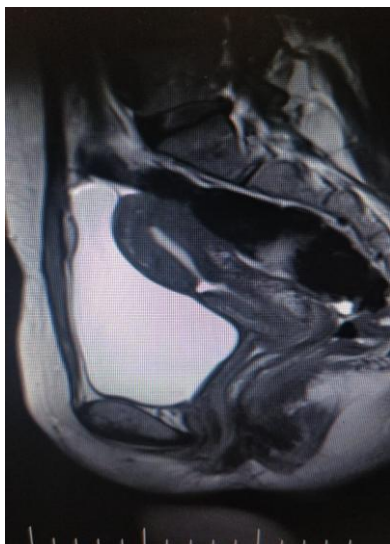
МРТ - «ниша» рубца на матке
